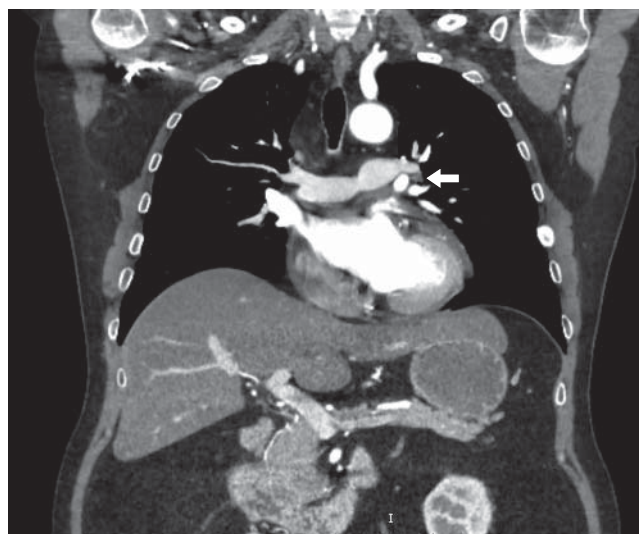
Компьютерная томограмма органов грудной клетки с контрастным усилением пациента Б. В прикорневой зоне слева, по заднему контуру левой верхней легочной вены, медиально от верхнедолевого бронха и кпереди от левой ветви легочной артерии определяется овальной формы мягкотканная структура размерами 8 × 6 мм, активно накапливающая контрастный препарат.
